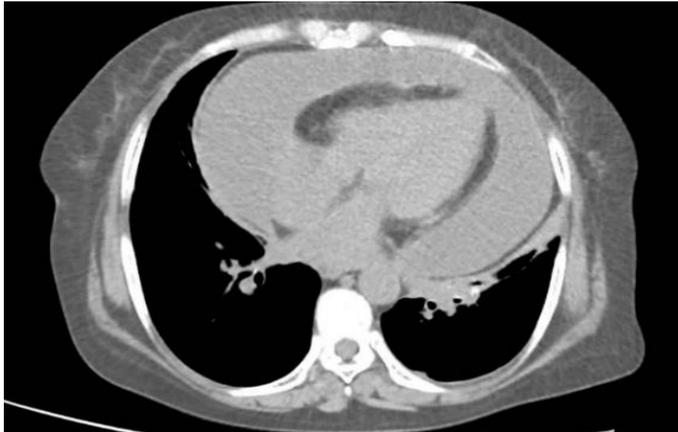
Tomografía en corte axial pre paracentesis
